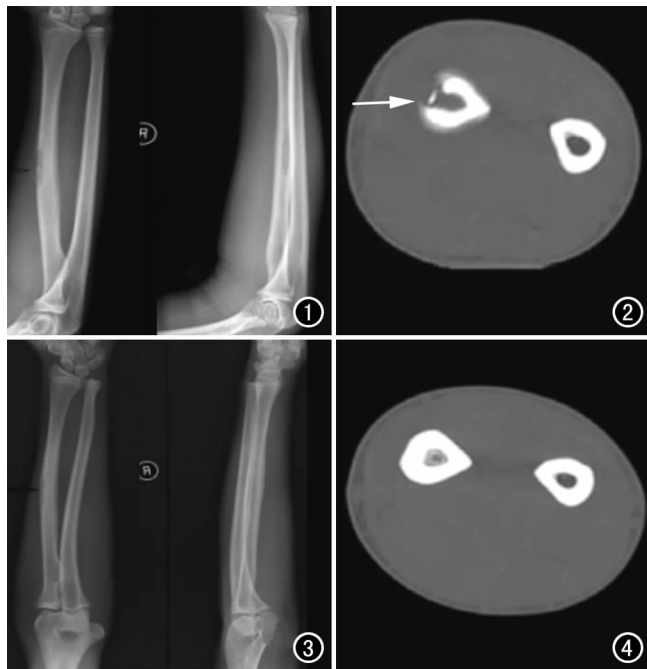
X 线示桡骨骨干周围软组织肿胀。图 2 CT 示骨干骨质破坏(箭)。图 3 抗结核治疗后 X 线,未见明显软组织肿胀。图 4 CT 示沙砾样死骨已被吸收。
